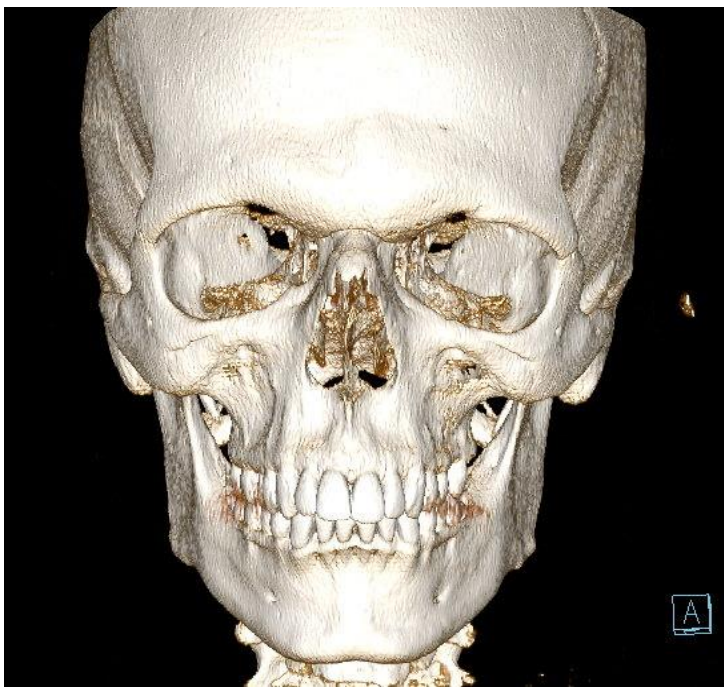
CT viscerokranija, algoritam s koštanom jezgrom, visoka prostorna razlučivost ali i visoki šum slike (Izvor: Baza podataka KBC, Rijeka)*
